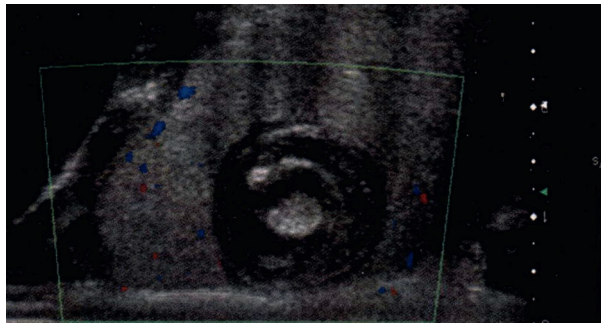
A Aspect échographique typique d'une tumeur bénigne, le kyste épidermoïde testiculaire. Lésion hypoéchogène, ovale, bien limitée, peu vascularisée, habitée de structures concentriques dites en pelures d'oignon.
